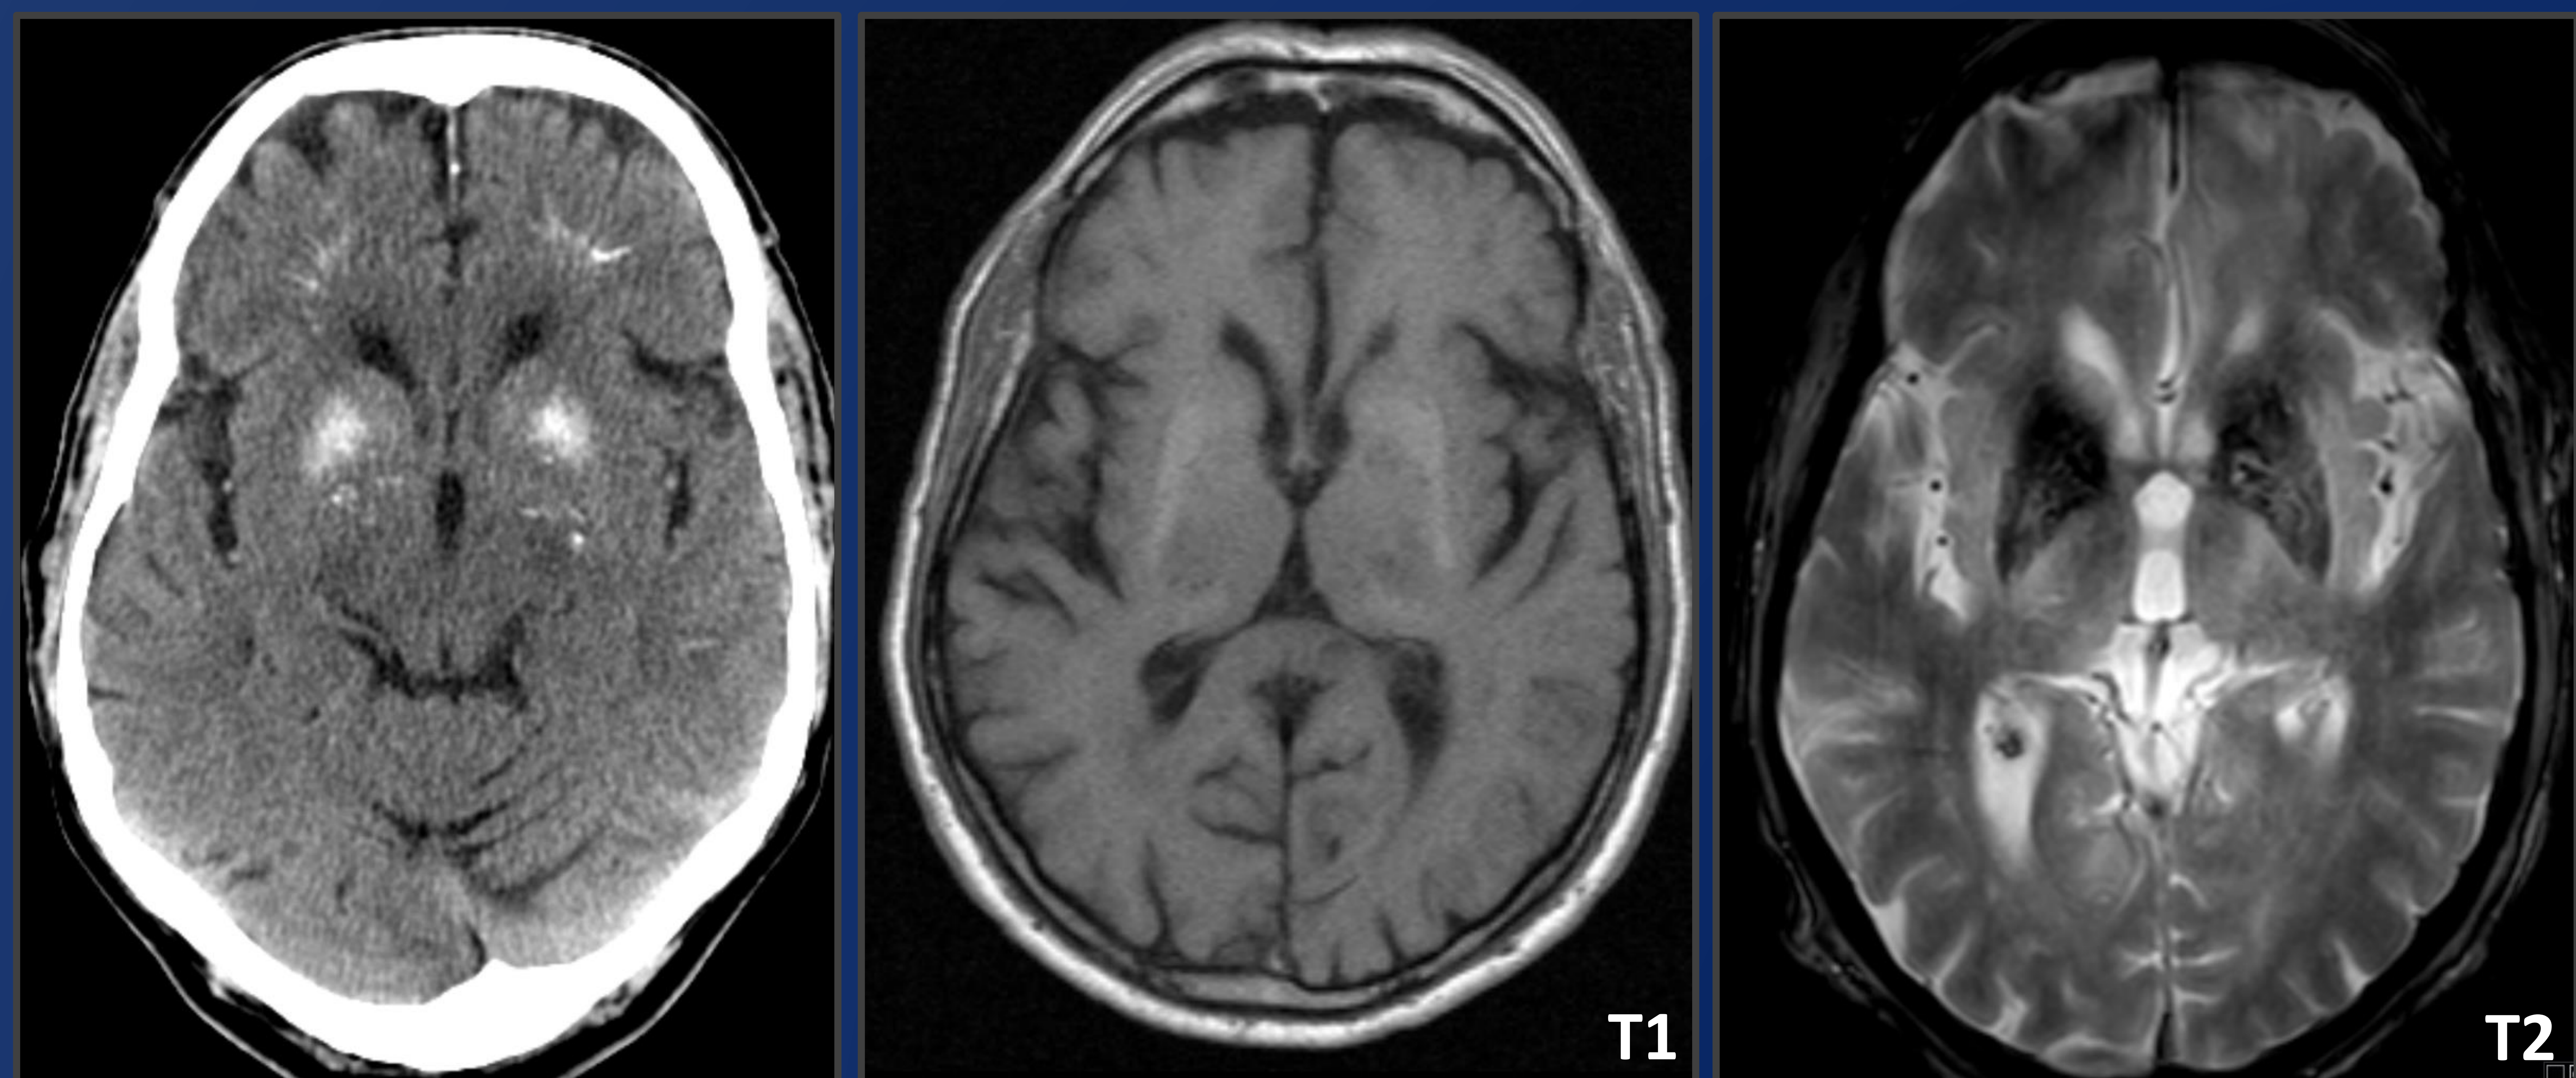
Diferentes casos de síndrome de Fahr con hallazgos típicos en TC y RM: afectación de ganglios basales y sustancia blanca subcortical bilateral y simétrica.
